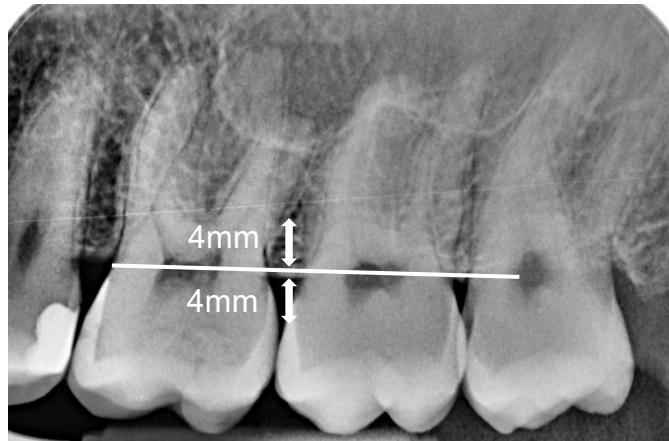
Radiographie rétro-alvéolaire du secteur 2 molaire. Les flèches indiquent la localisation de la dentine péri-cervicale (document personnel).
